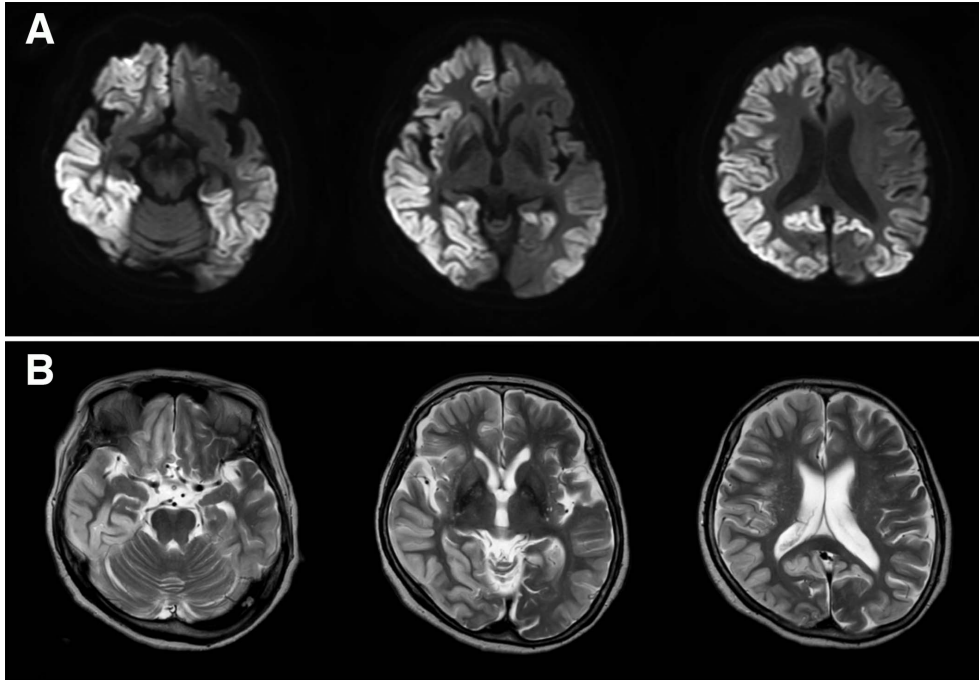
V180I 遺伝性 CJD 自験例の頭部 MRI 所見(発症 8 ヶ月後。A; 拡散強調像、B; T2 強調像)
